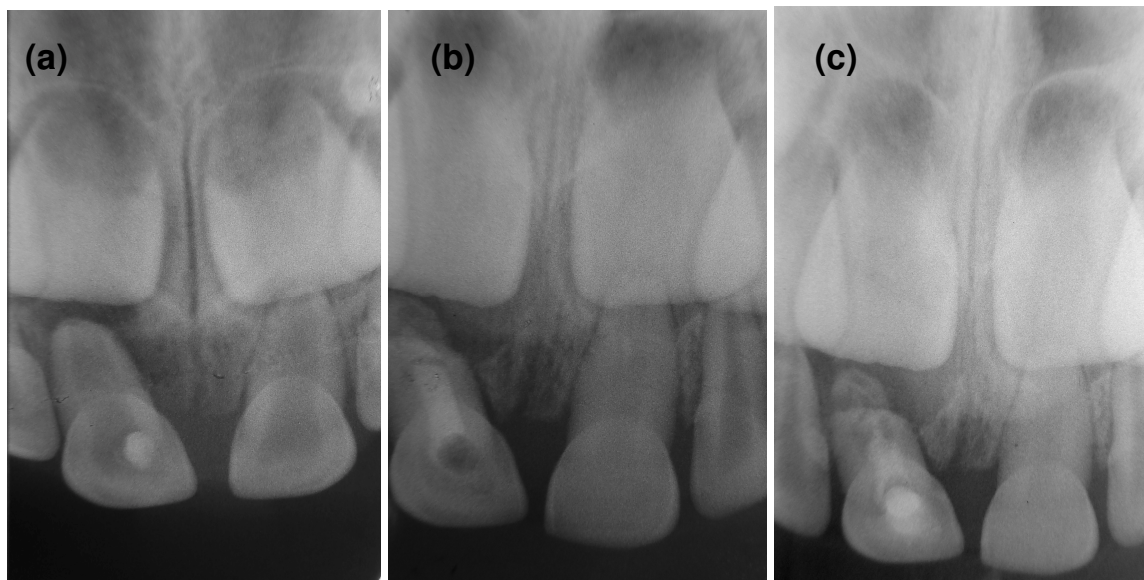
(a) Radiografia logo após o trauma dos dentes 51 e 61. (b) Após 12 meses de preservação: 61 obliterando. (c) Acompanhamento de 24 meses: dente 61 com obliteração pulpar avançada.
